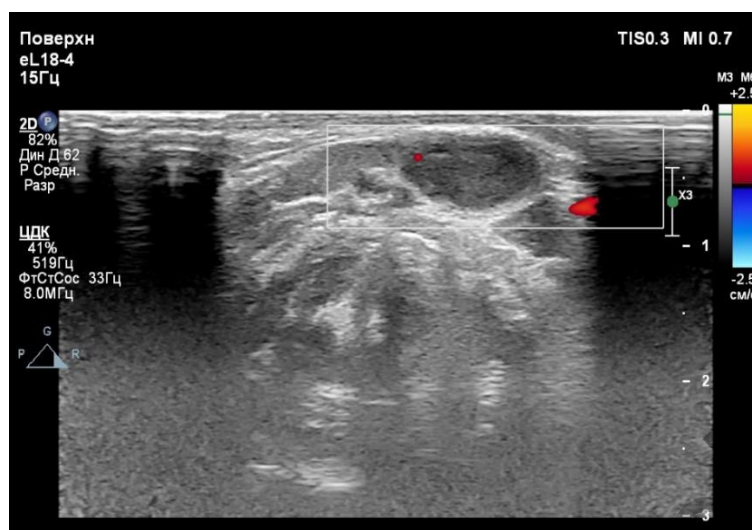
Срединная киста шеи. УЗИ: капсулированное анэхогенное образование с ровными четкими контурами по средней линии шеи
